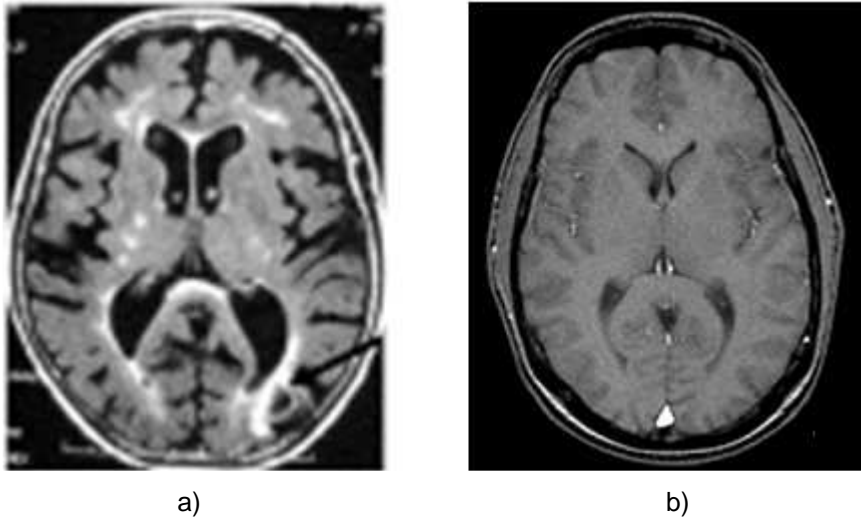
Imagem MRI em corte axial: a) classe AD; b) classe Normal [10].
